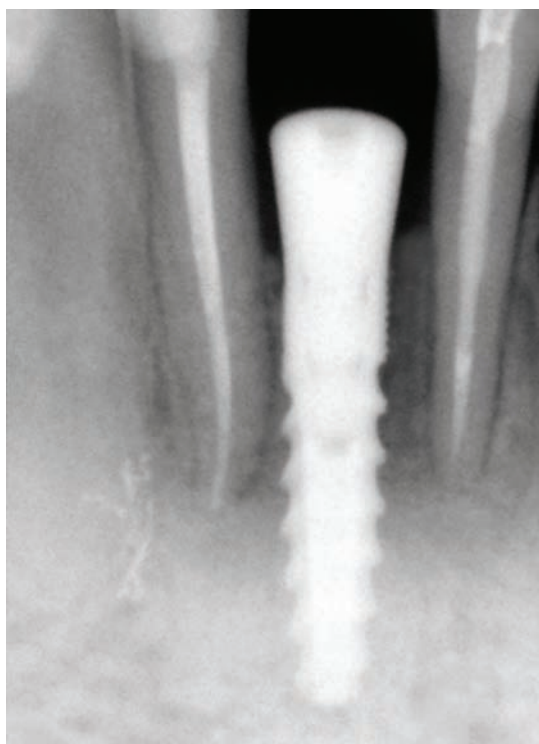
Cliché de radiographie numérique intrabuccale de contrôle au niveau du site 41 après mise en place de l'implant et reconstruction osseuse simultanée avec Activioss.
